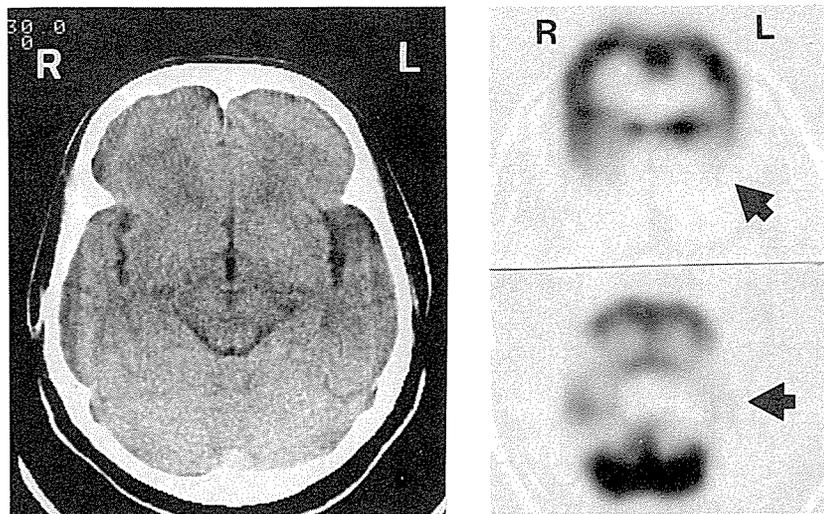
症例2 [Slowly progressive aphasia] の X 線 CT [左] と SPECT
